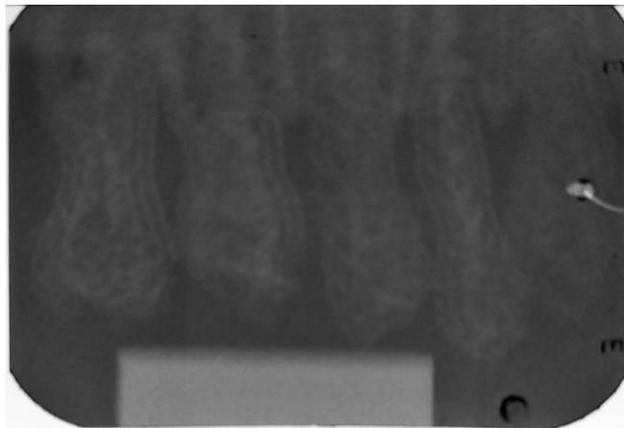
Radiografia superior evidenciando molares
